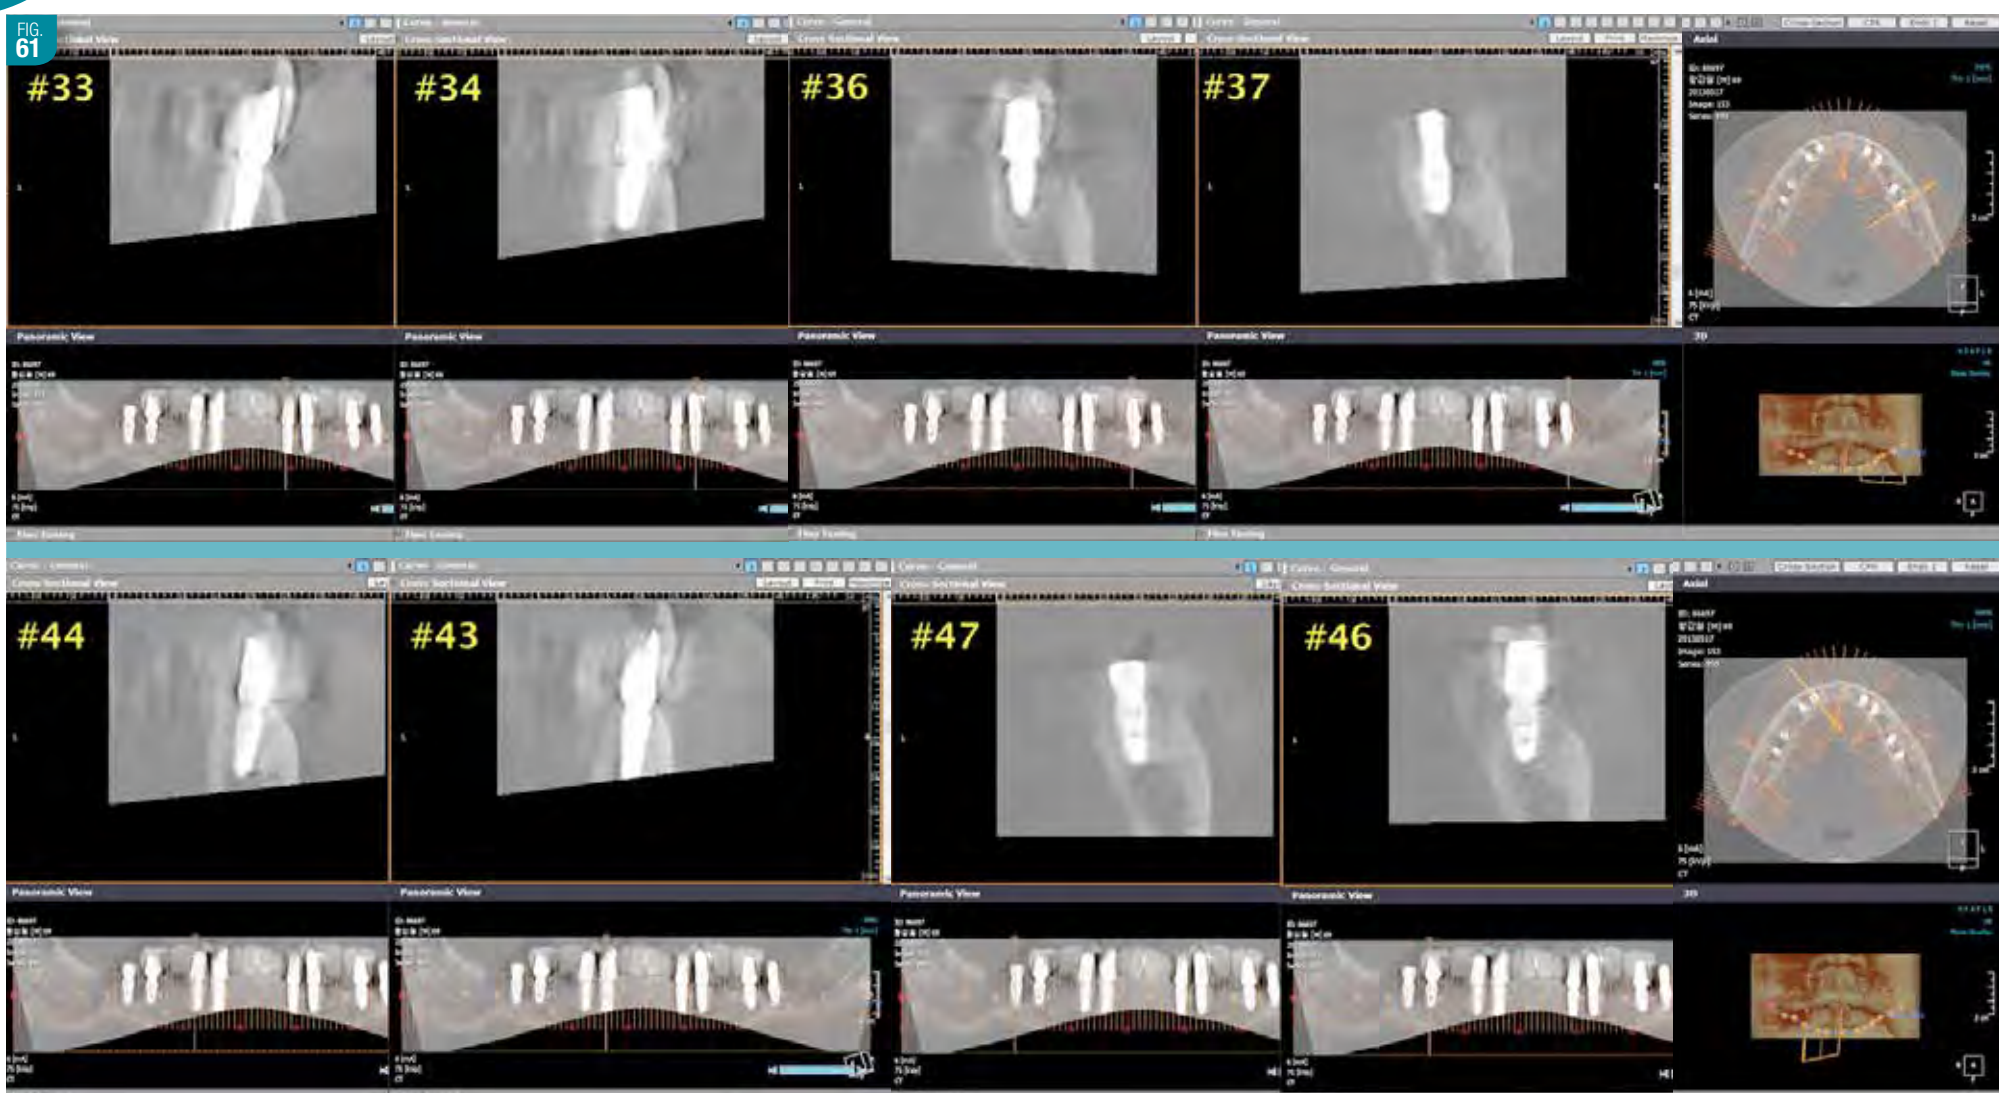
Cone Beam post-opératoire: sections cornales des différents implants mandibulaires
